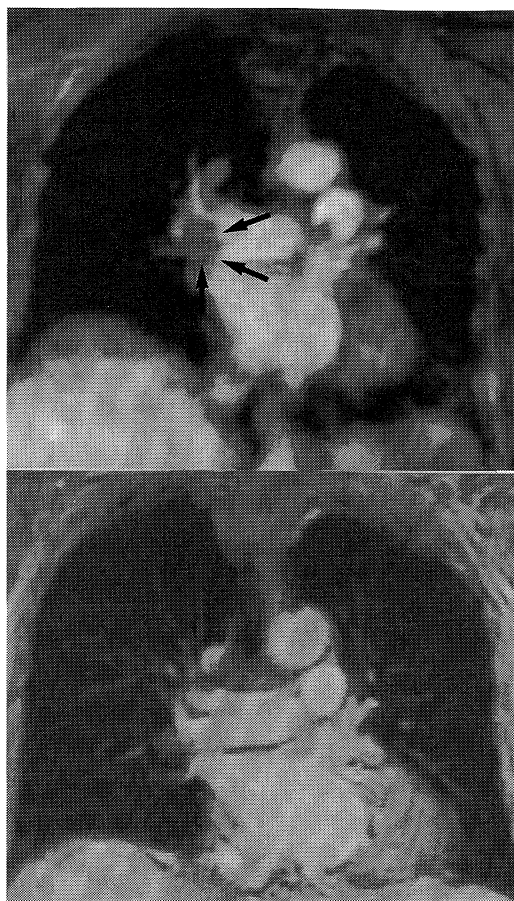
Magnetic resonance angiography.
